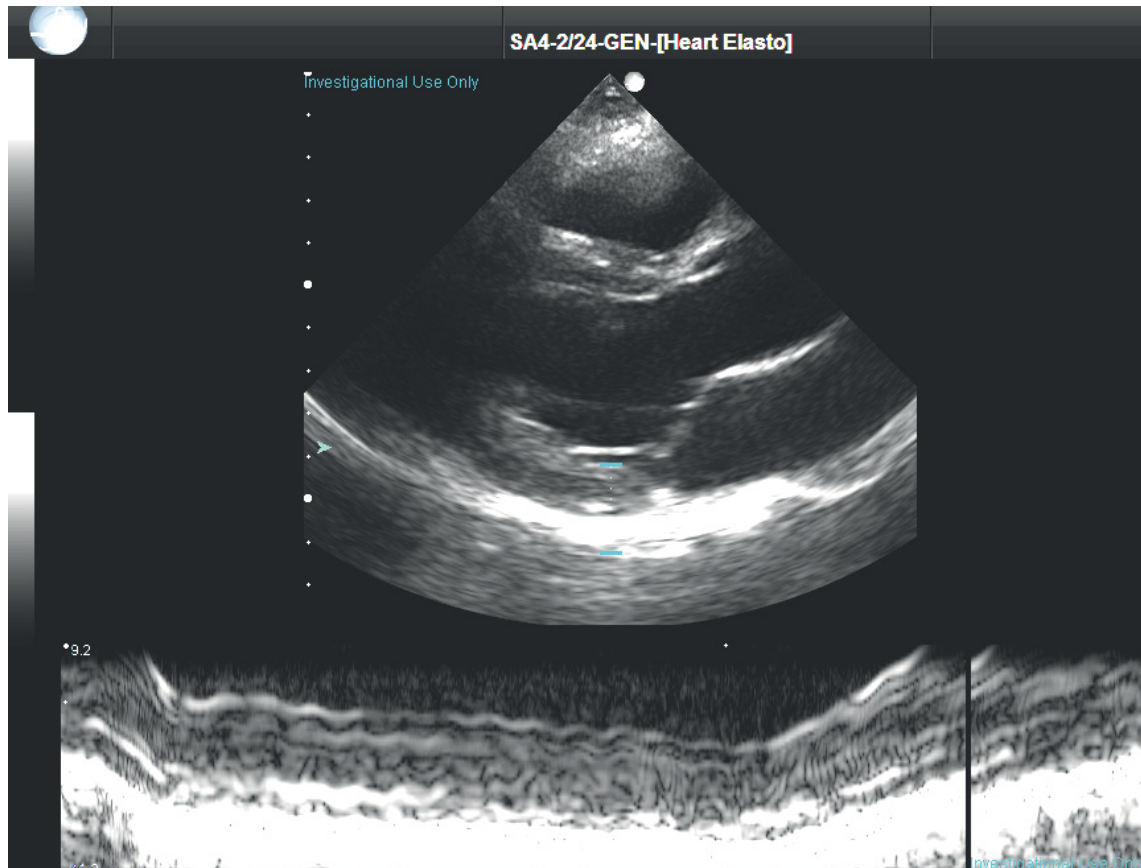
Im oberen Teil wird der B-Mode der parasternalen Achse des Herzens gezeigt. Das Auswahlfenster für den M-Mode ist durch zyanfarbene Balken markiert. Für dieses Fenster ist der M-Mode im unteren Bereich über etwa anderthalb Sekunden gezeigt.
